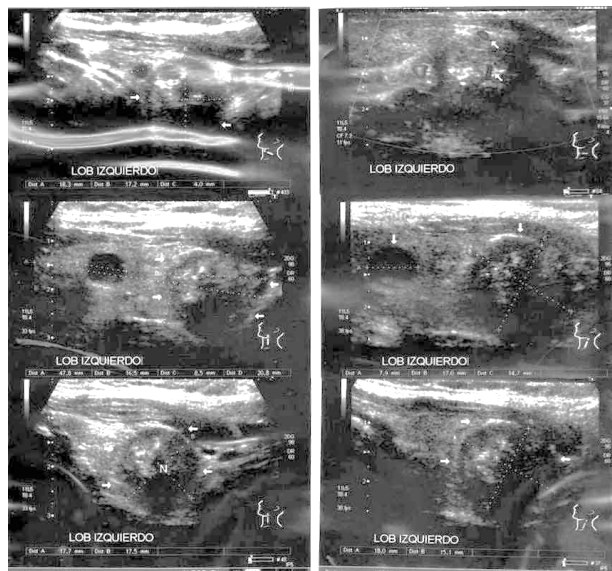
Ecotomografía de tiroides con punción guiada: punción aspiración con aguja fina de nódulo hipoecoico, contornos irregulares con calcificaciones internas de 18 x 17 mm con vascularización nodal y perinodal, en polo inferior del lóbulo izquierdo de glándula tiroidea.
